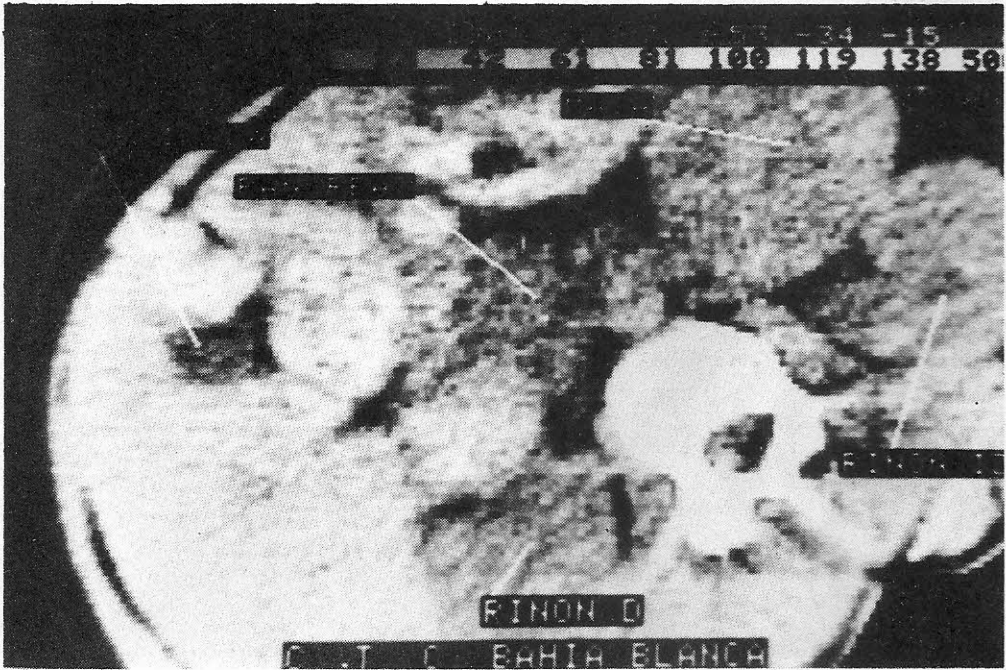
Tomografía axial computada (Caso 2). Se observa una masa tumoral en el polo superior del riñón izquierdo.
